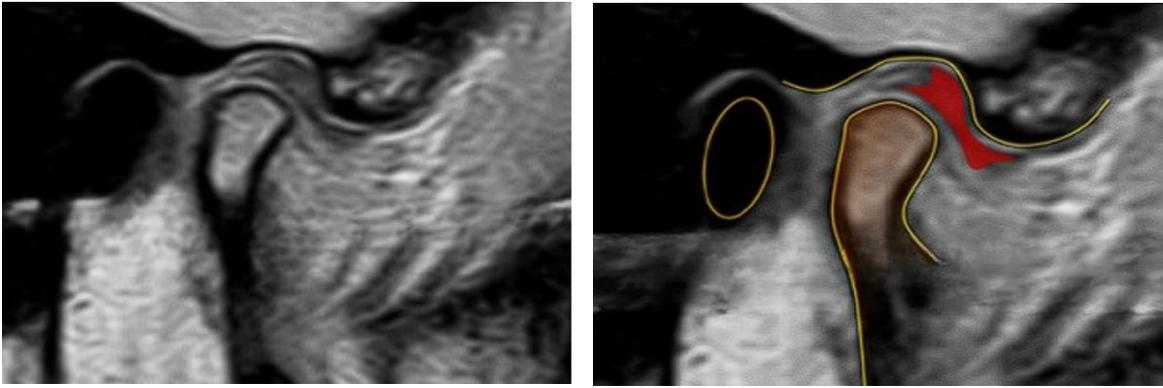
IRM. Anatomía normal de la ATM. [14]
